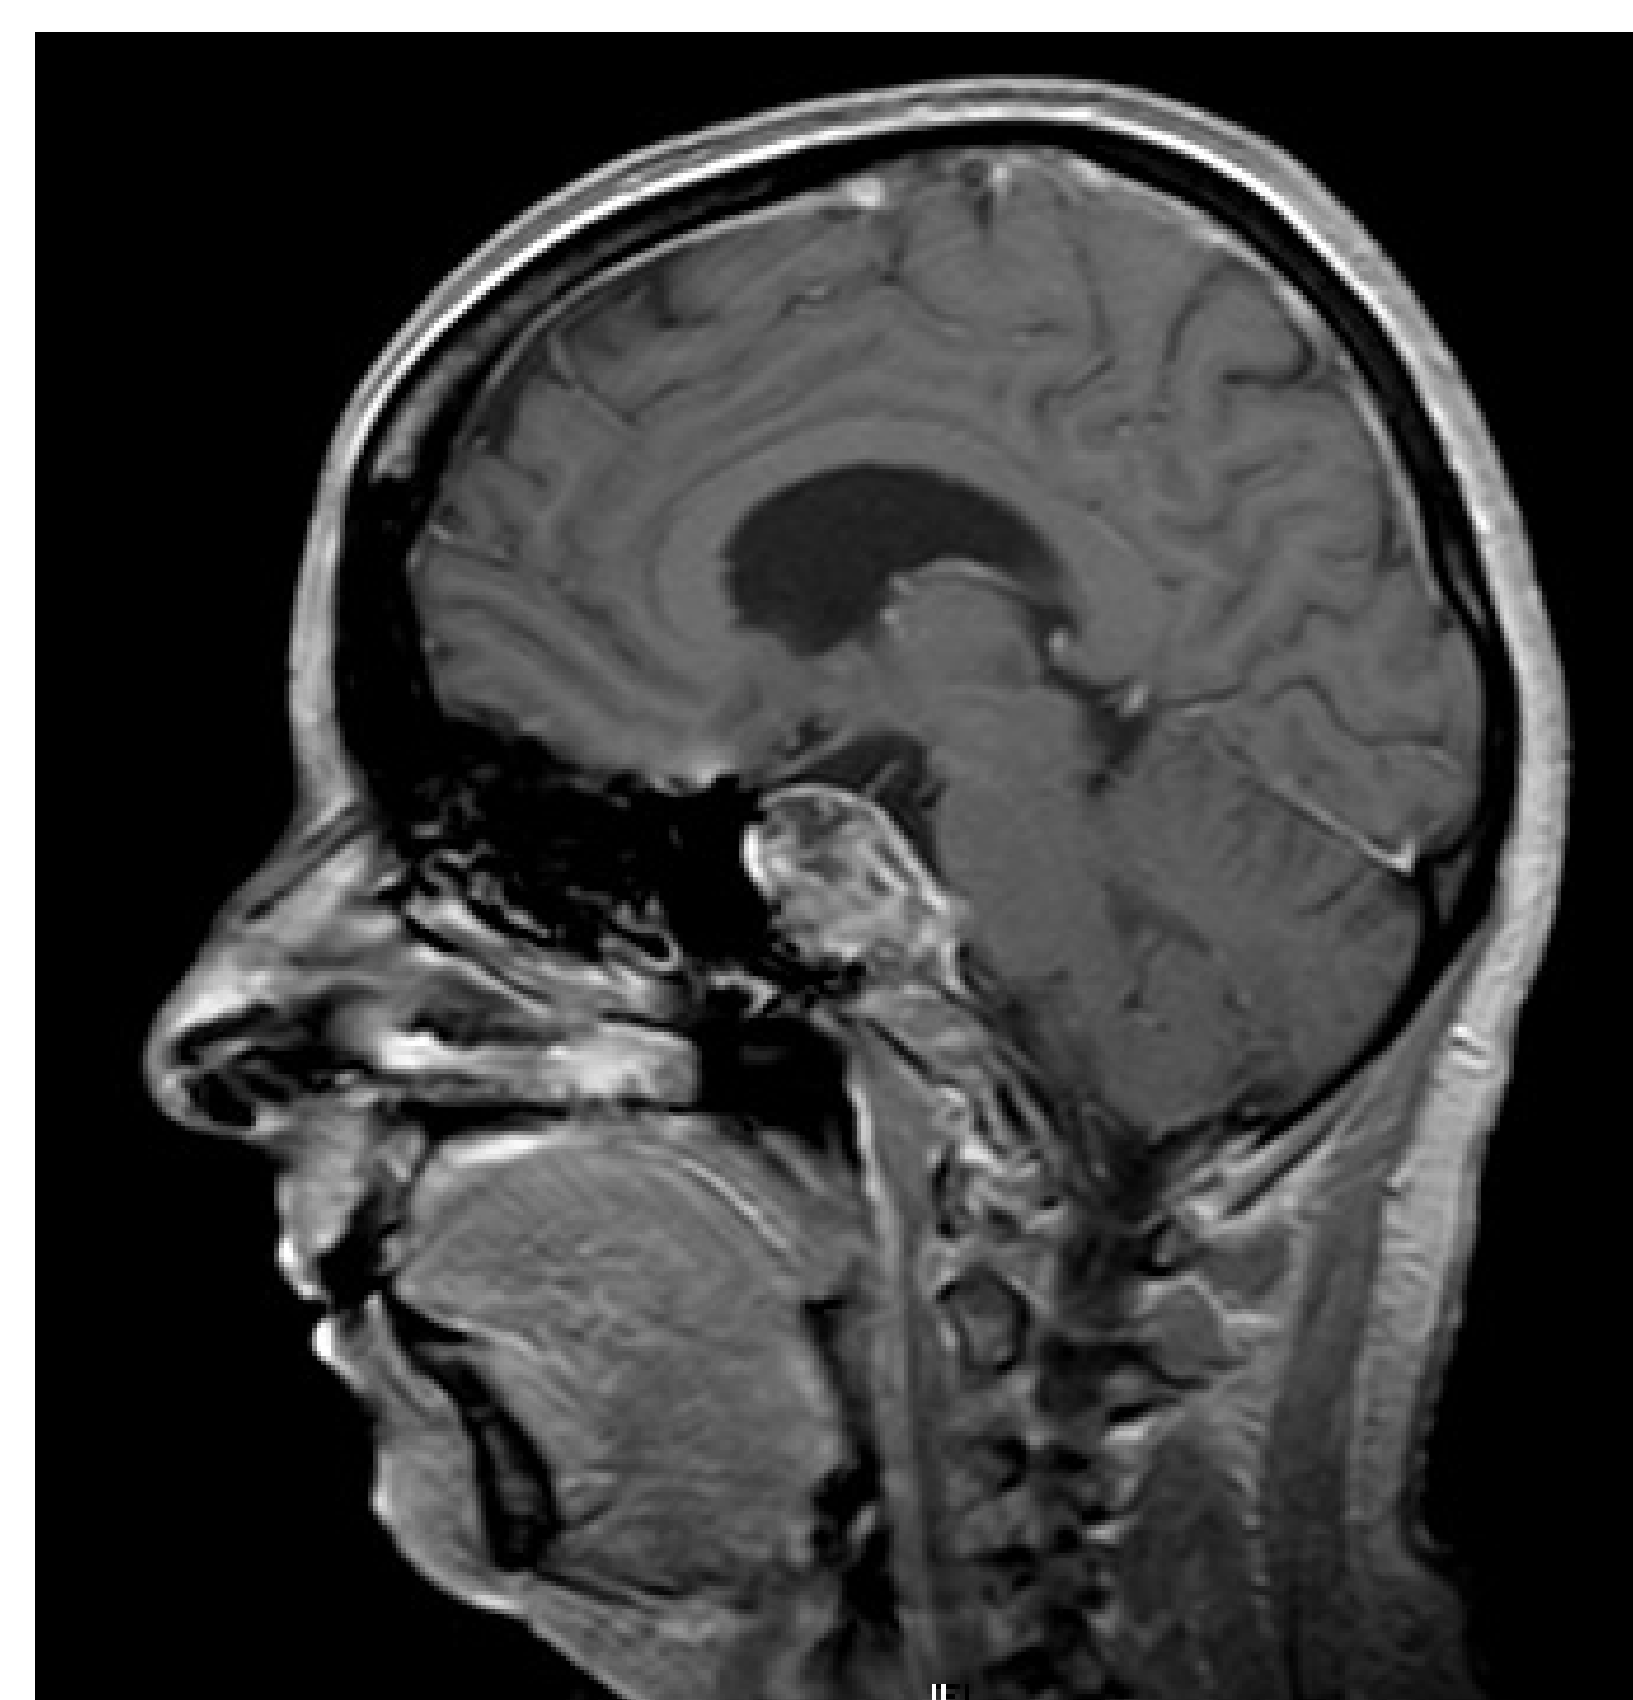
MRT-Schnittbild vertikal vom 17.02.2015: zur Pons
